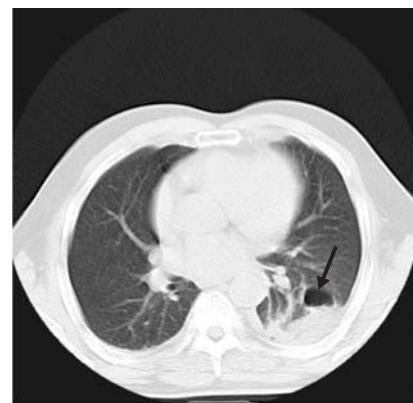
Imagen de la tomografía axial computarizada de la cavidad del hematoma intrapulmonar.
